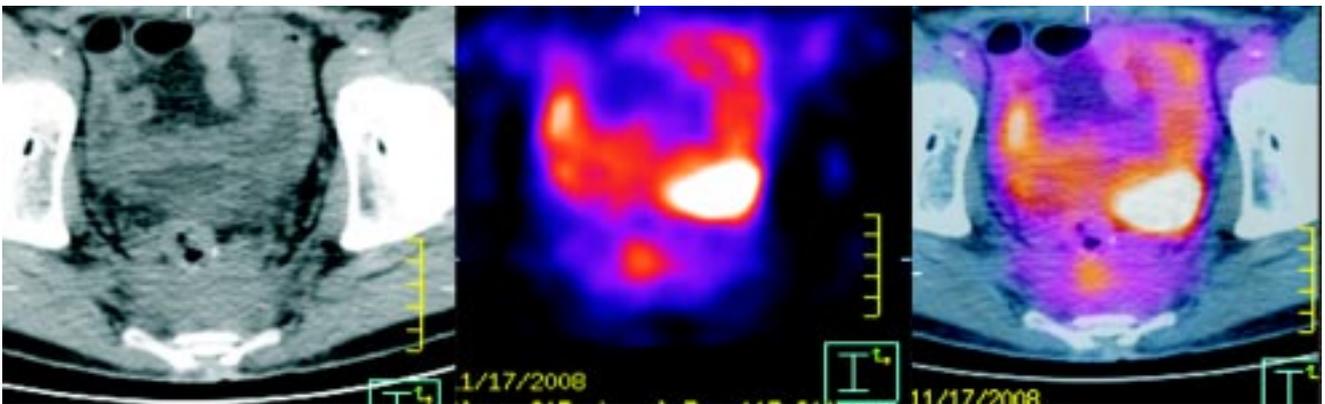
Paciente masculino de 58 años con antecedente de Ca de colon, a quien resecan rectosigmoides. Se observa masa de 6.3 x 2.0 cm, localizada en el espacio presacro, que presenta un SUV de 3.51 y está en relación con recidiva tumoral.
